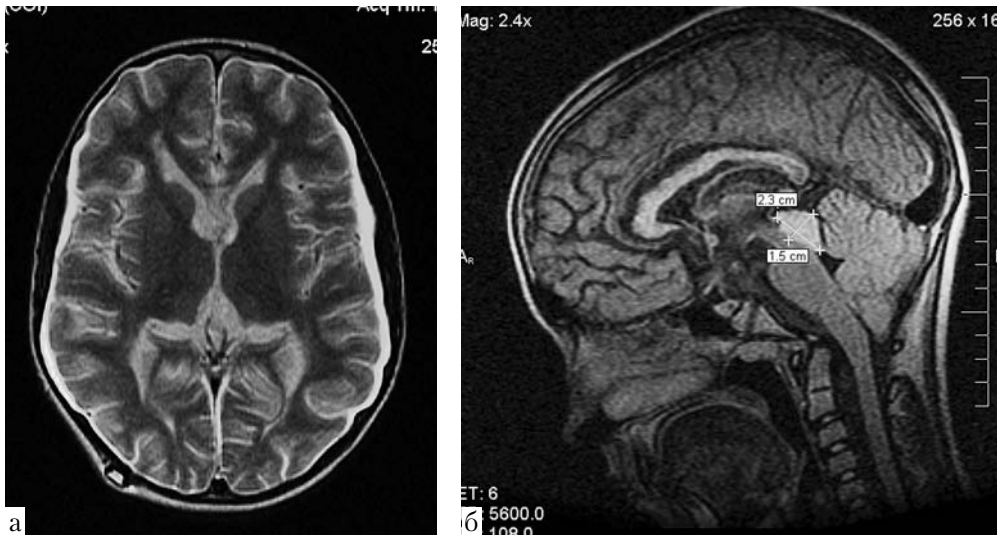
Наблюдение № 2. МРТ головного мозга. *а* (сагиттальная проекция): объемное образование пластинки четверохолмия. *б* (аксиальная проекция): гипердренажное состояние в виде субдуральных плащевидных скоплений жидкости с обеих сторон
